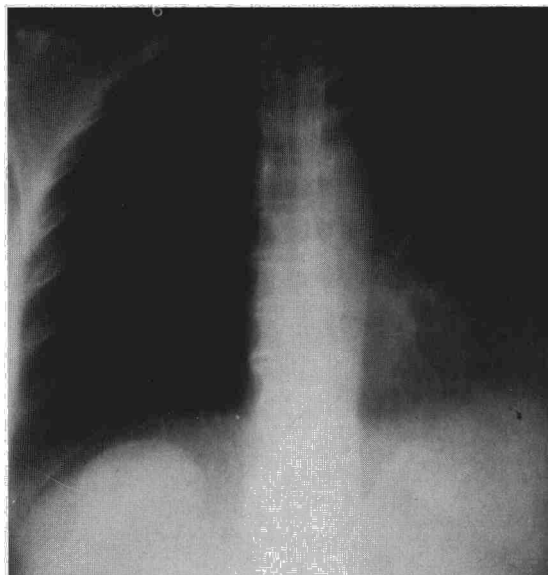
A. Tomografía, sombra redondeada en contacto con el diafragma derecho, parte posterior.
